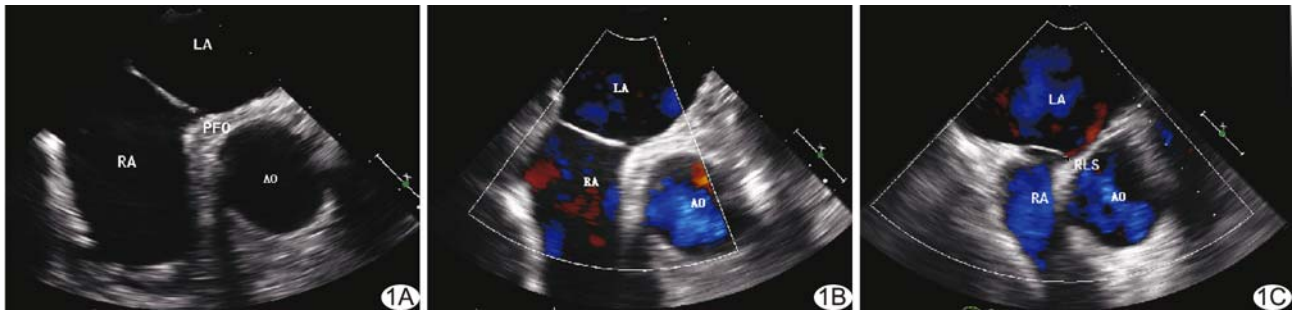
患者女, 50 岁, 不明原因脑卒中, 接受改良 IVC 加压法无痛 TEE 检查 A. 二维超声声像图示 PFO; B. IVC 加压前 CDFI 于心房水平未见 RLS; C. IVC 加压时 CDFI 示卵圆窝处 RLS (LA: 左心房; RA: 右心房; AO: 主动脉)
